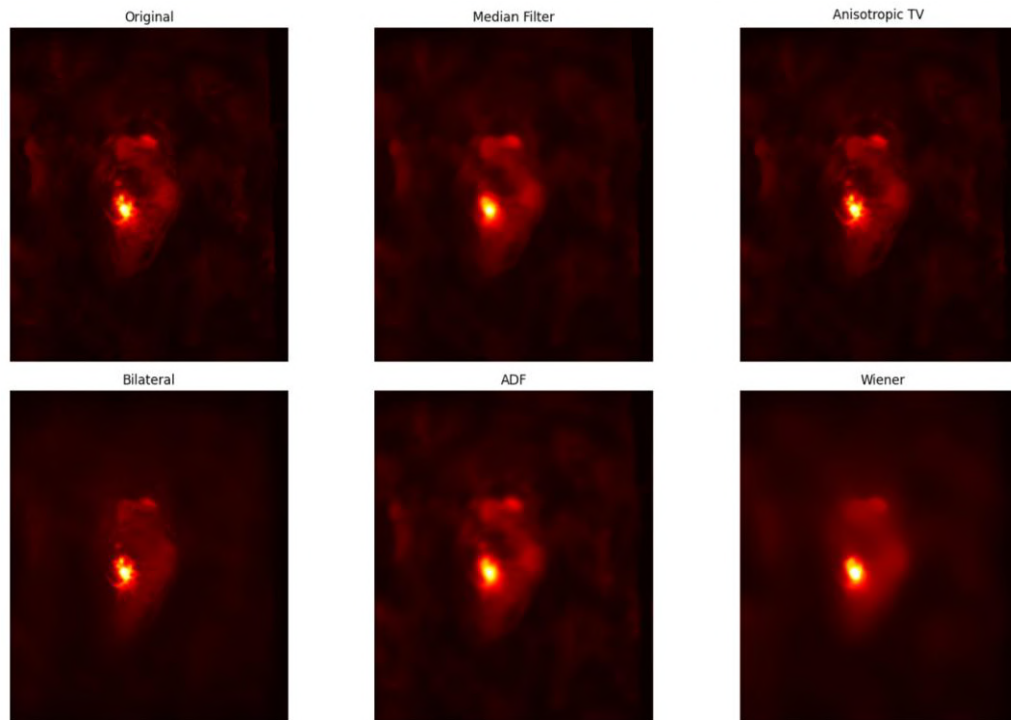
Visual comparison of denoising methods for PSMA-PET.
